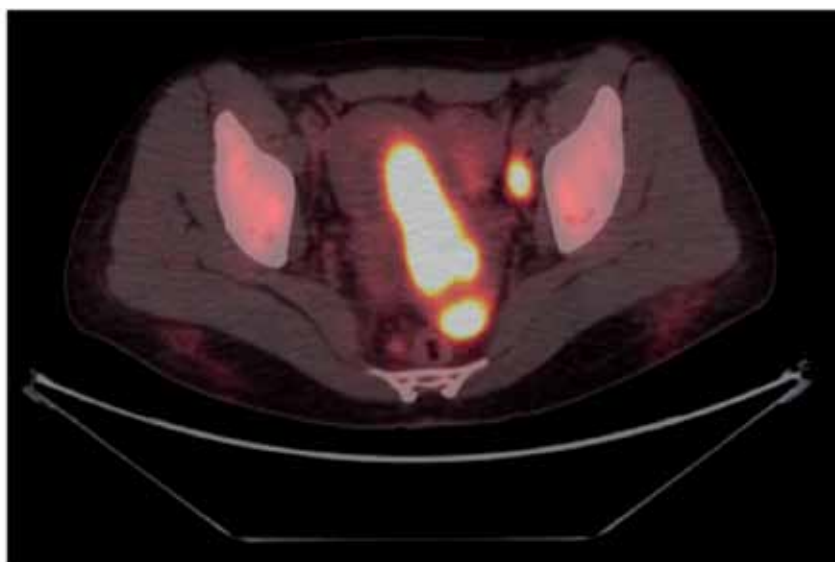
ПЭТ-КТ. РФП: F-18-фтордезоксиглюкоза. Поражение органов малого таза
